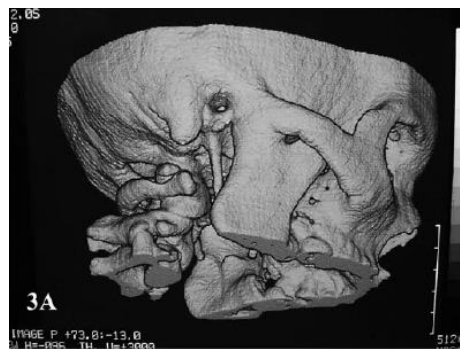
Tomografía computarizada 3D. Se muestra una anquilosis ósea de la ATM del lado derecho. 27
